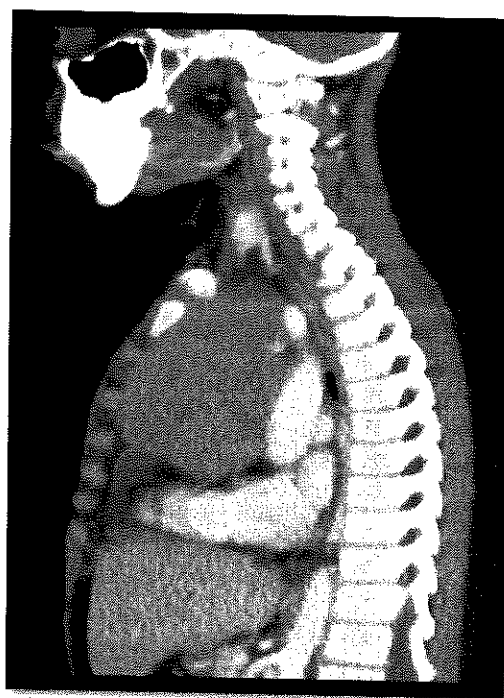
Tomografía de tórax. Masa mediastinal en paciente con Linfoma No Hodgkin
